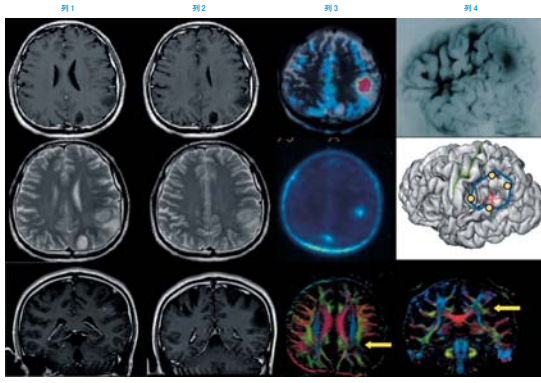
入院時画像所見。列1・列2、MRI横断。上: T1強調 Gd造影転位像。中: T2強調転位像。下: T1強調 Gd造影転位像。列3上: methionine-PET像。列3中: choline-PET像。列4上: SAS(第4中: 3D-MRI)像。列3・列4下: DTI(diffusion tensor imaging)。黄色矢印が示す病変が上縦線
